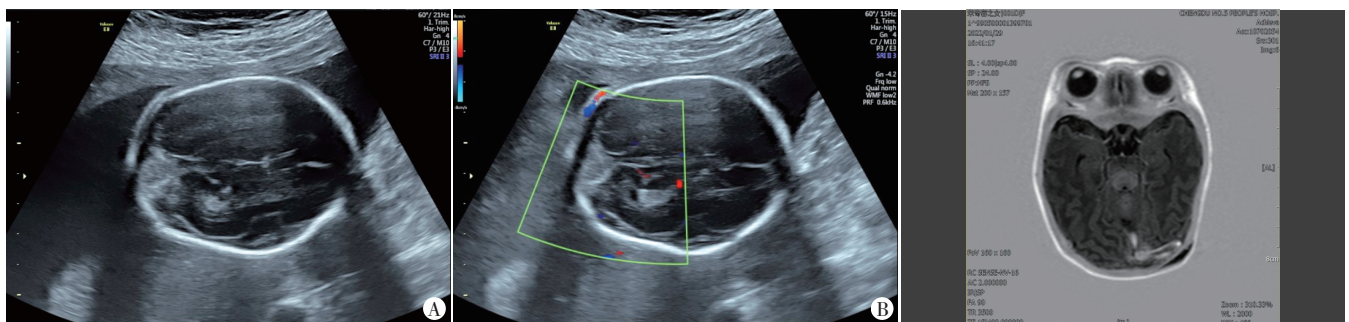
孕 24<sup>+</sup>3 周 DSM 伴血栓超声图
